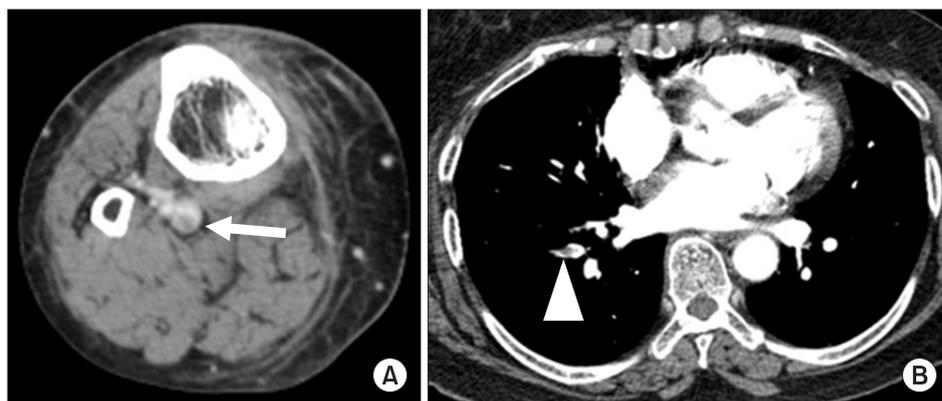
A 74-year-old woman, who underwent total knee arthroplasty on her right knee, was diagnosed with thrombus at the popliteal area (A) and at the pulmonary vessel (B). These figures demonstrate deep vein thrombosis at the popliteal vein (arrow) and pulmonary embolism at right lower lobe basal segmental pulmonary artery (arrowhead) by computed tomographic angiography.
